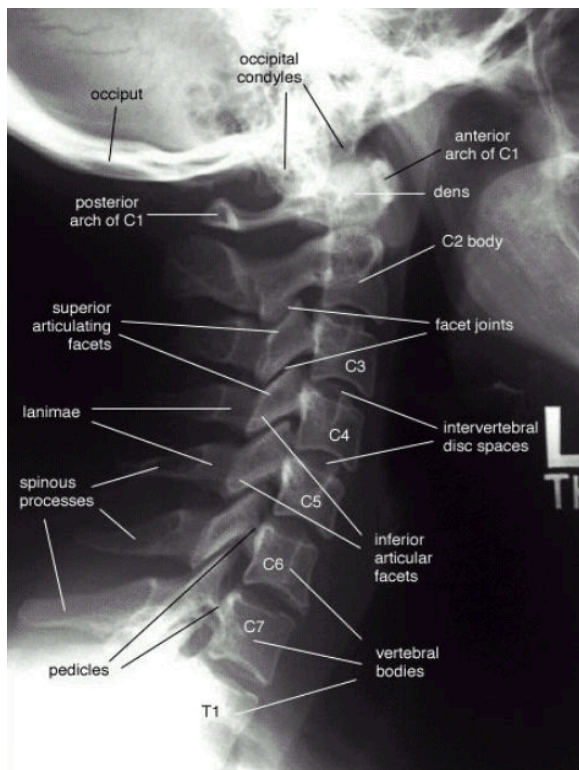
Radiographie de profil strict du rachis cervical.
